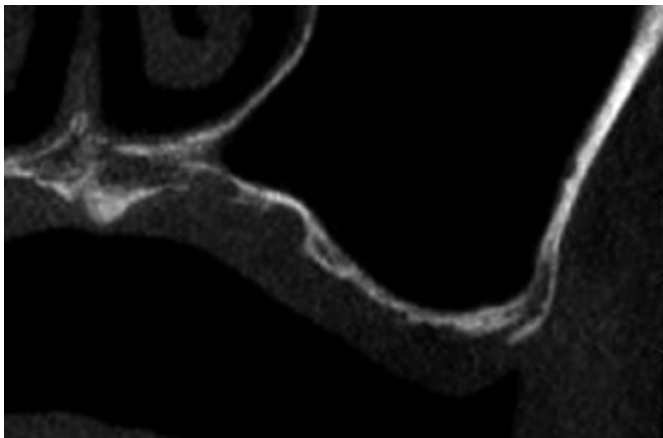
術前CT所見。垂直骨量は1mmであった。
